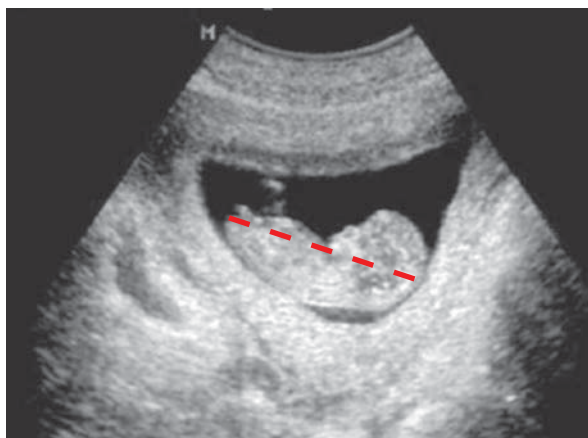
Беременность 12,5 нед. Пунктирной линией отмечен копчико-теменной размер (УЗИ)
